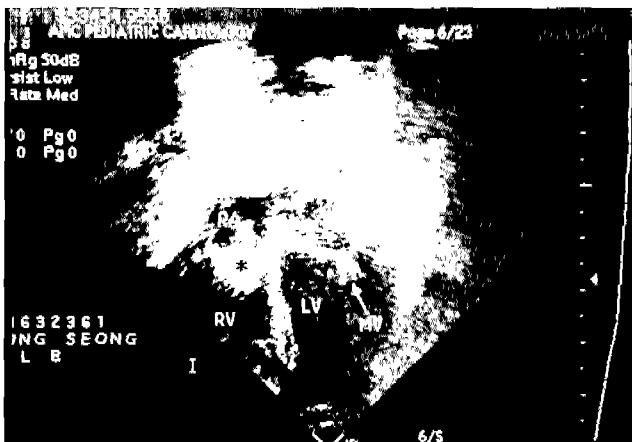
Preoperative echocardiogram of right atrial mass
